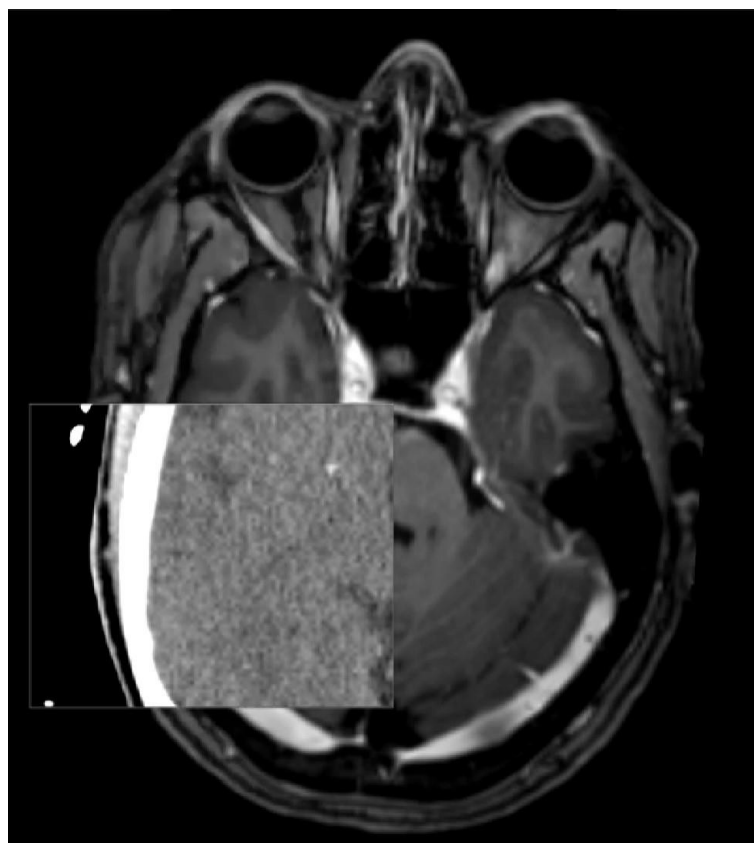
Registo de imagens de TC e RM.
